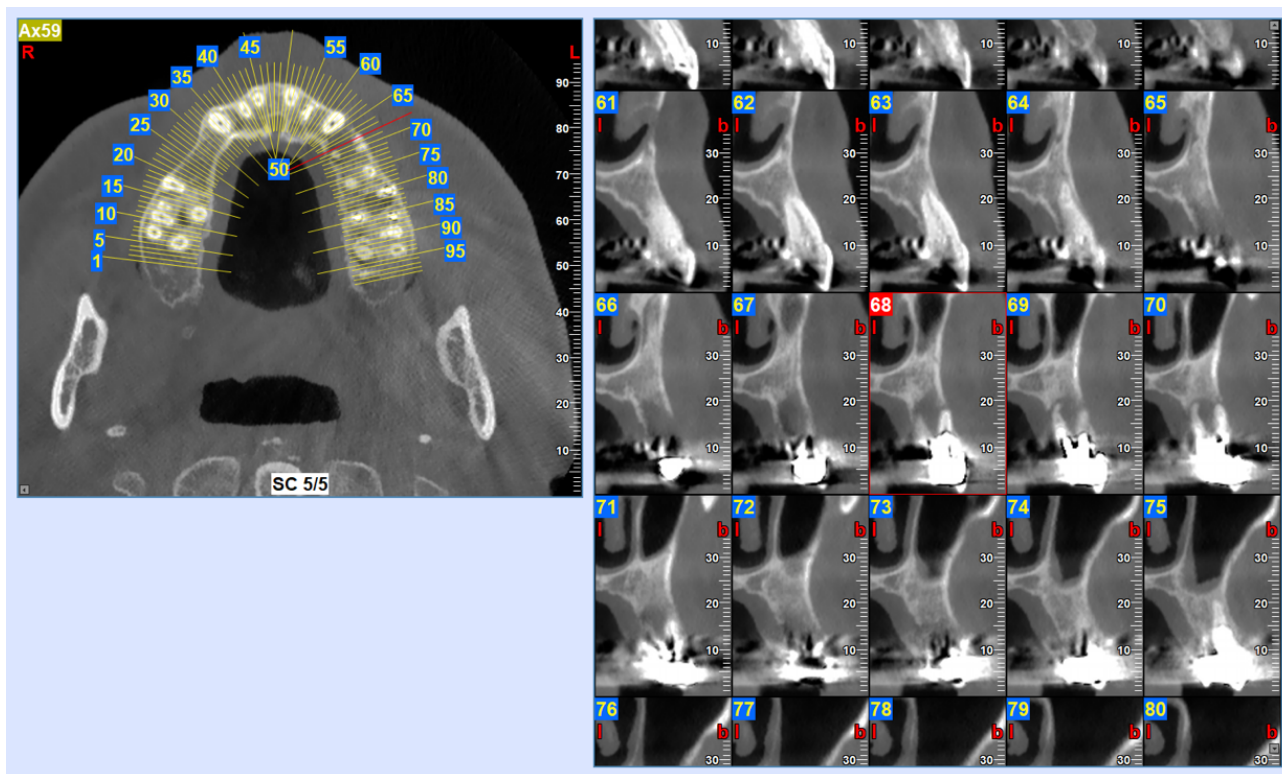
CBCT della sezione del 2.4*
